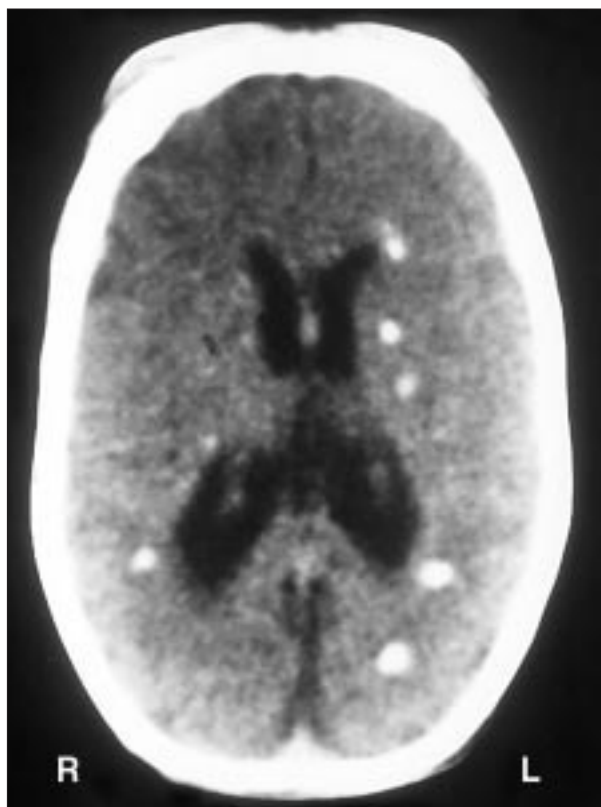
TC craneal. Calcificaciones periventriculares en astas occipitales y ganglios de la base, más numerosas en hemisferio izquierdo.
